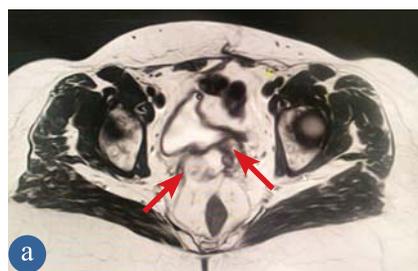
Конформная лучевая терапия с модуляцией интенсивности в лечении рецидива рака яичников: а — МР-томограмма рецидива опухоли в куполе куплы влагалища (стрелка); б — суммарный план конформного гиподифракционно-го облучения куплы влагалища
